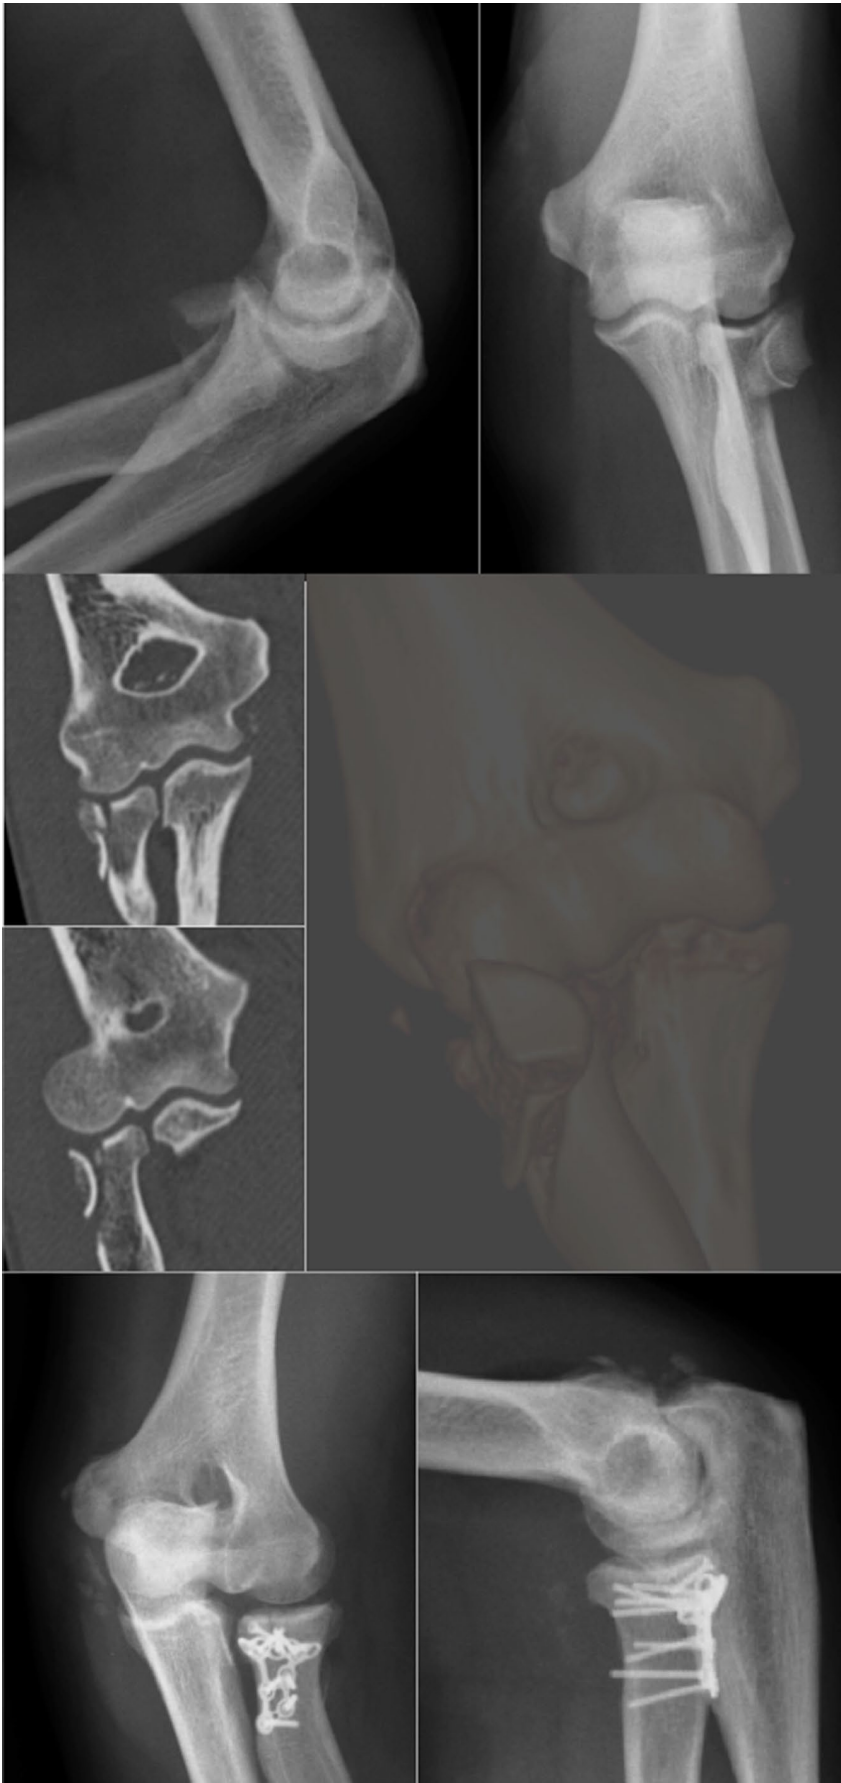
◀ Radiuskopffluxationsfraktur: Das CT veranschaulicht, dass es sich um eine Terrible-triad-Verletzung mit einer I.1-Fraktur des Koronoids nach O'Driscoll handelt. Es wurde eine winkelstabile Plattenosteosynthese mittels Randplatte durchgeführt. Der Kapsel-Band-Apparat und die Extensoren wurden mittels Fadenankern refixiert. (Mit freundl. Genehmigung der Autoren)
